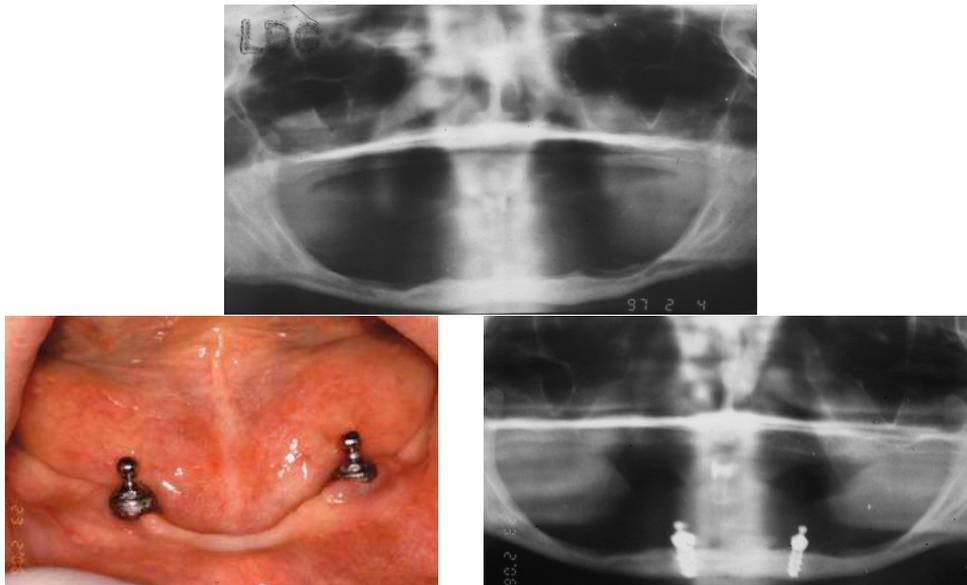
radiografia pre-operatoria e fotografia e radiografie a 9 anni
